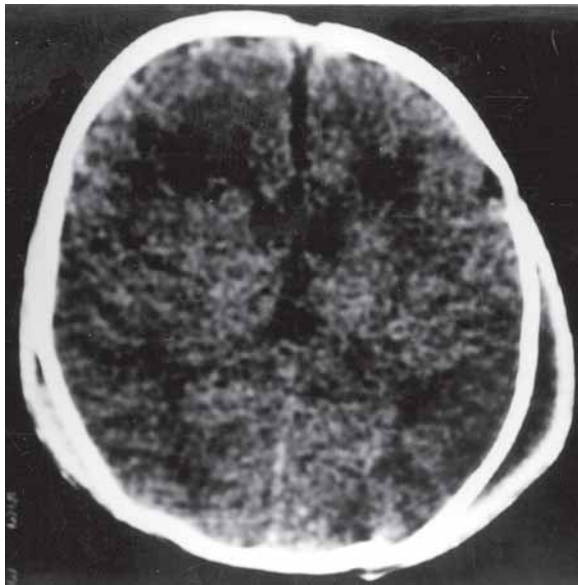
Tomografia computadorizada mostrando cefaloematoma calcificado na região parietal esquerda e outro, menor, na região contralateral.
